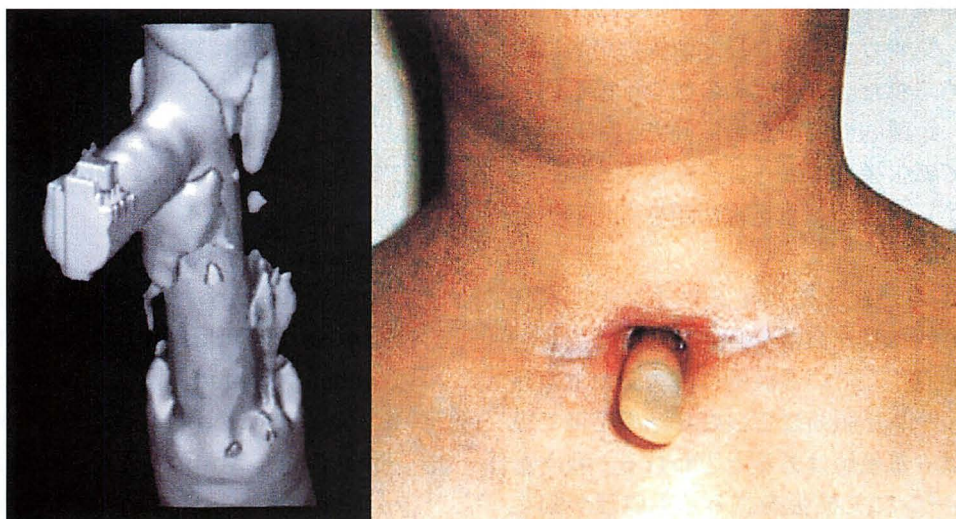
気管カニューレを t-tube に交換し 1 年半経過した時期に撮影した頸部挿入像とヘリカル CT 像正面像である。
